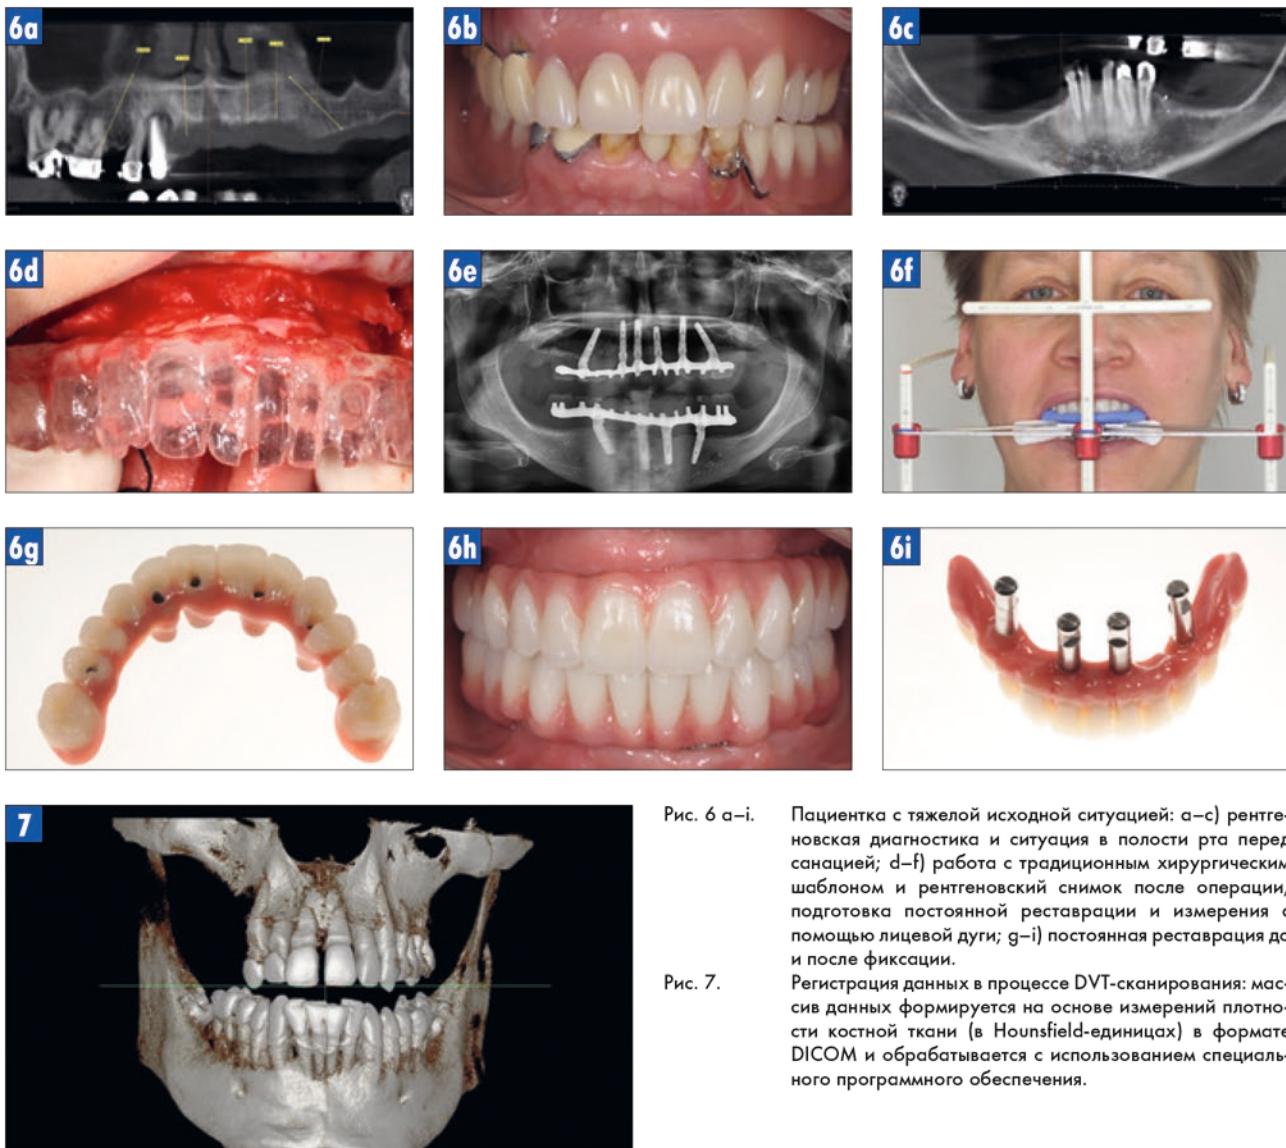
а-и. Пациентка с тяжелой исходной ситуацией: а-с) рентгеновская диагностика и ситуация в полости рта перед санацией; д-ф) работа с традиционным хирургическим шаблоном и рентгеновский снимок после операции, подготовка постоянной реставрации и измерения с помощью лицевой дуги; г-и) постоянная реставрация до и после фиксации.
